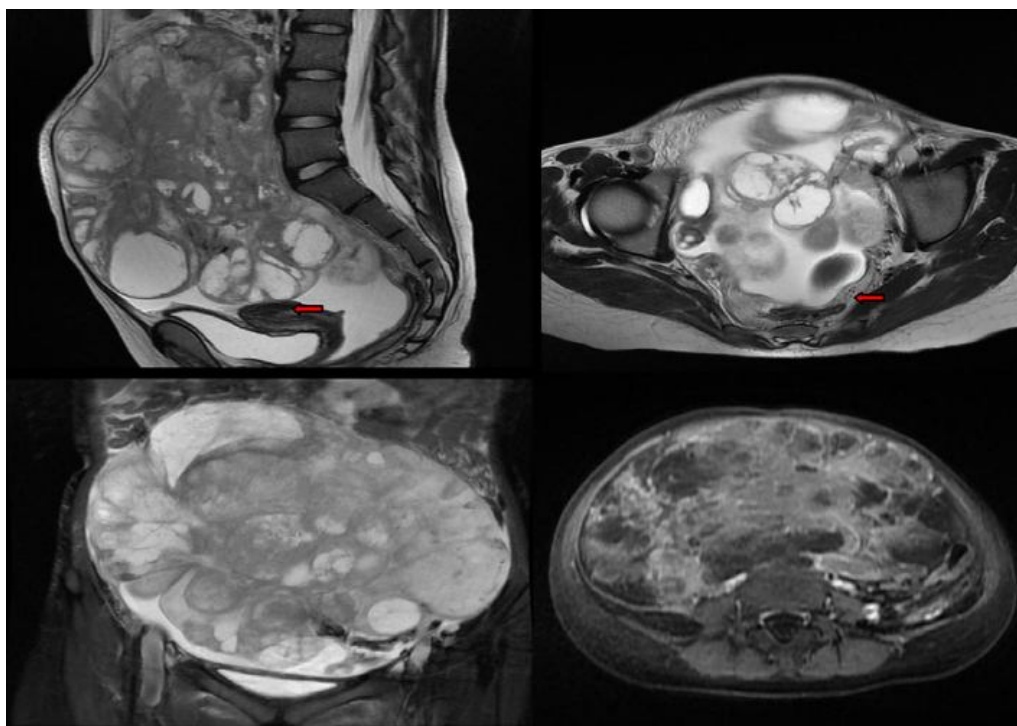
IRM abdomino-pelvienne montrant une volumineuse masse lobulée, bien limitée, en hétéro signal en T2 avec multiples composantes (kystique et tissulaire). L'utérus et l'ovaire droit sont visibles (flèche rouge). [58]
